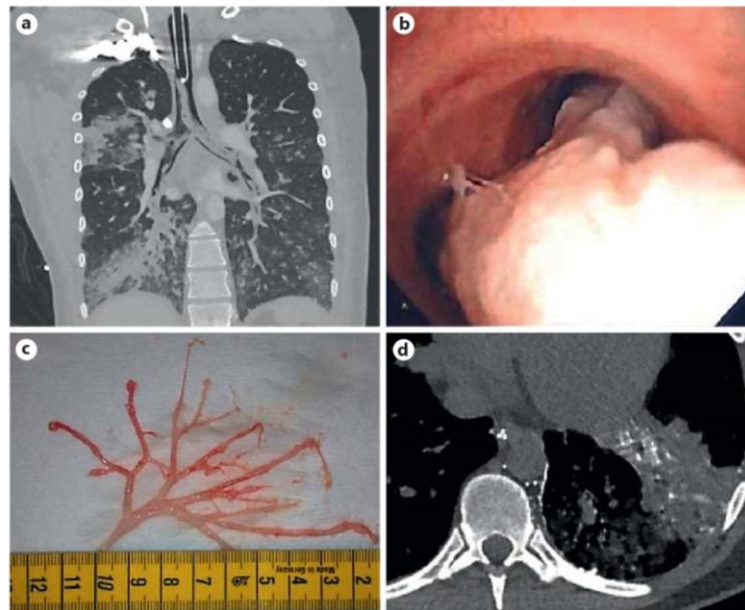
a CT scan showing bronchial casts filling both the main bronchus down to the basal segment bronchi. b Flexible bronchoscopy through the endotracheal tube: vast cast in the distal trachea expanding in the main bronchi. c Cast extracted from the left main bronchus by flexible bronchoscopy through the endotracheal tube using a cryoprobe. d Lymphography demonstrating atypical drainage from the ductus thoracicus mainly via the left lung.
